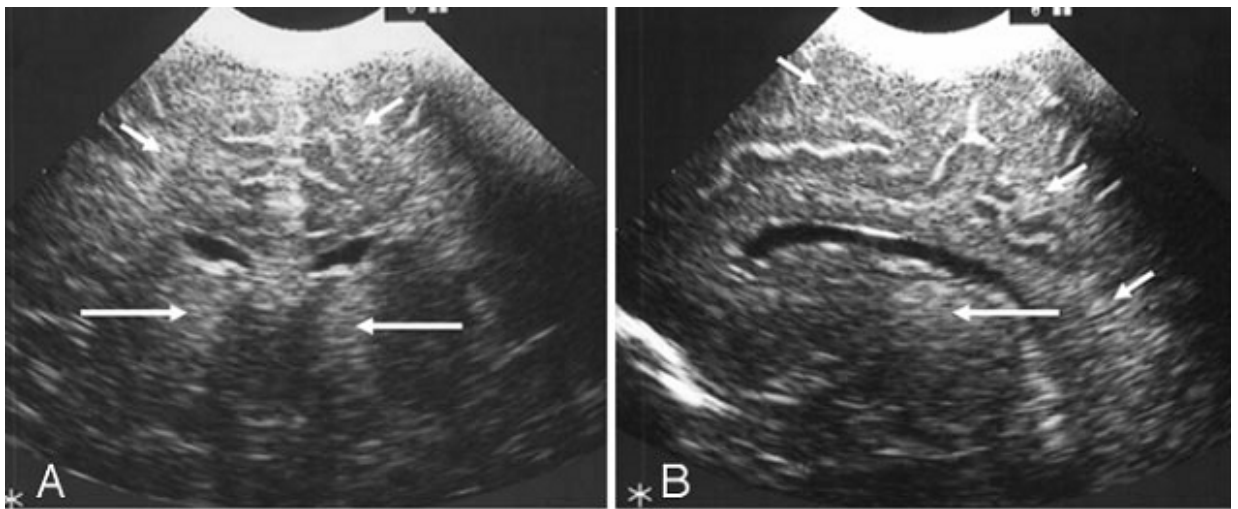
Distúrbio da fosforilação oxidativa. Em (A), US no plano coronal mostrando hiperecogenicidade bilateral no tálamo (setas longas) e na substância branca periventricular (setas curtas). Em (B), US no plano sagital evidenciando tálamo ecogênico (seta longa) e hiperecogenicidade na substância branca periventricular e subcortical (setas curtas) (Leijser). A ressonância magnética foi realizada 3 dias após.
